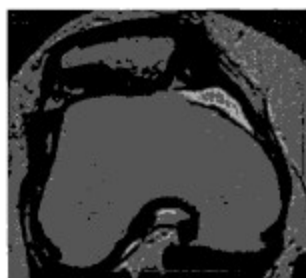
МРТ (аксиальная проекция) правого коленного сустава пациентки X., 23 лет, через 12 месяцев после операции: артроскопический латеральный релиз, открытая медиальная капсулоррафия надколенника - угол латерального наклона надколенника - 8 градусов, латеральный подвывих надколенника устранен, медиальный удерживатель надколенника восстановлен, латеральный удерживатель надколенника рубцово удлиннен после рассечения.
